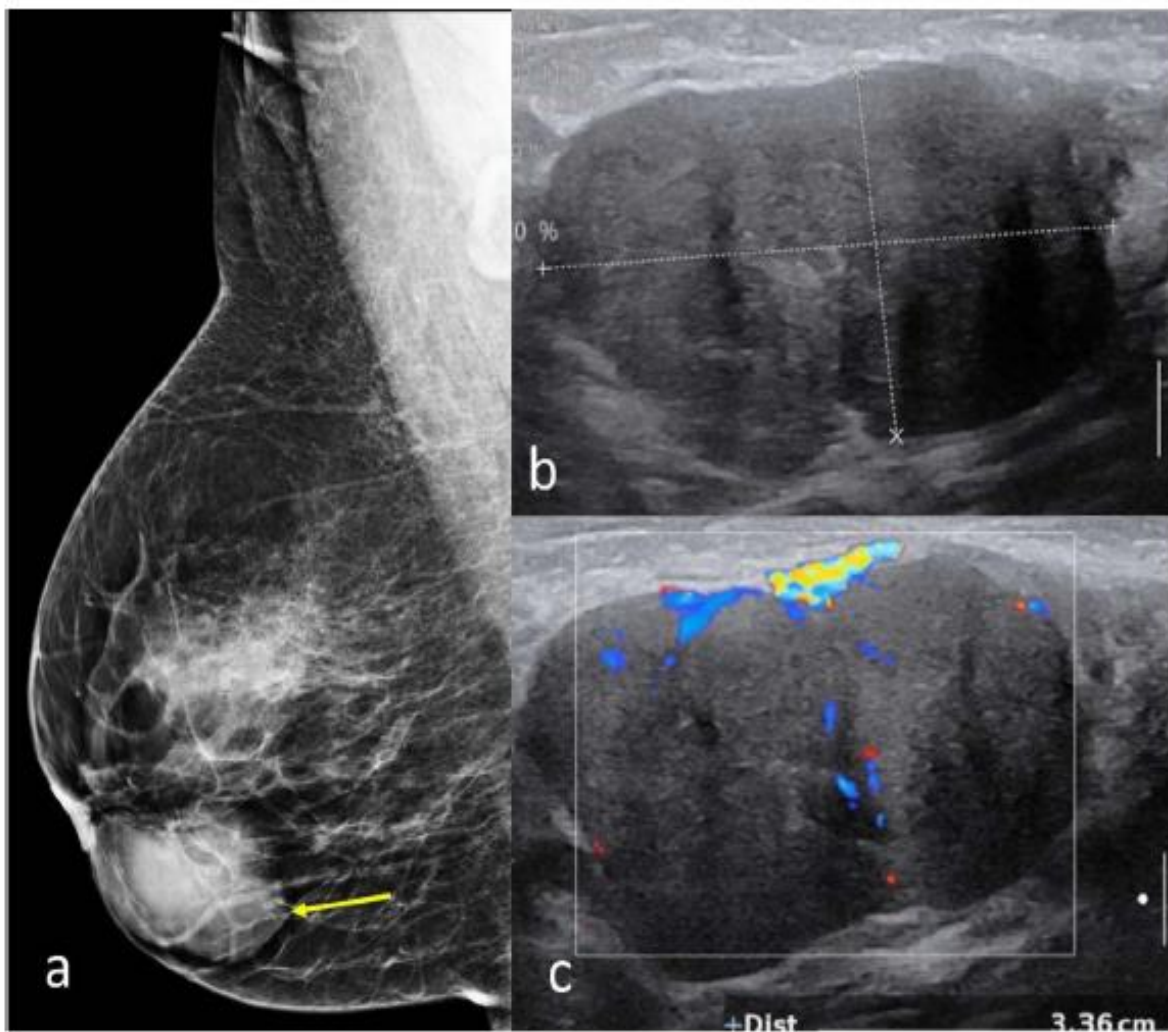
Mammogram shows a) an oval circumscribed radiodense lesion (arrow). USG correlation b) shows an oval hypoechoic circumscribed parallel lesion with c) internal vascularity on colour doppler. Lesions were categorised as BI-RADS 3 and due to large size, patient underwent trucut biopsy followed by excision and proven as a case of Fibroadenoma.
